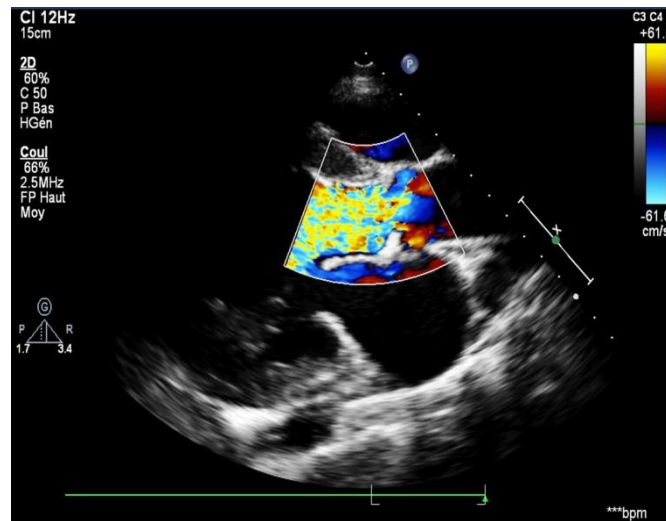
incidence parasternale grand axe montrant un jet diastolique en mosaïque au doppler couleur.
